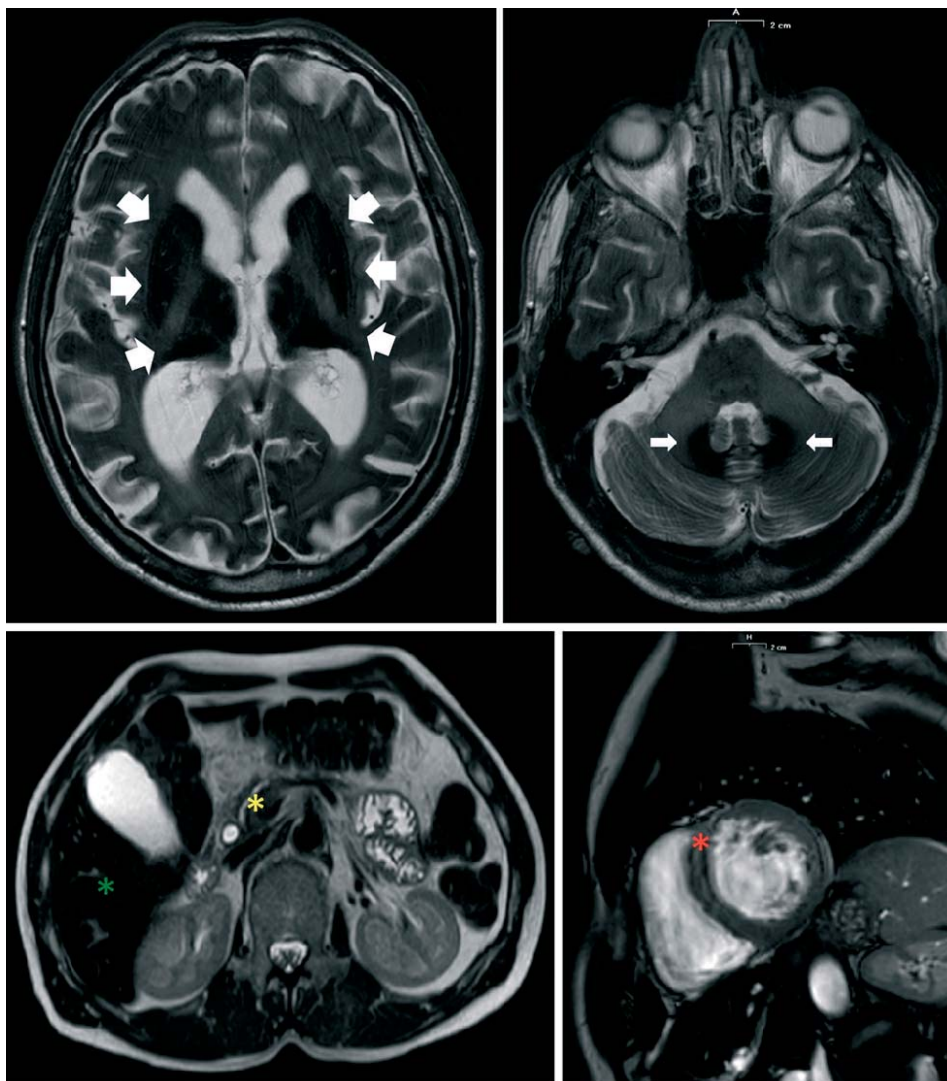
Immagini di RM T2-pesate che mostrano ipointensità compatibile con accumulo di ferro a livello dei gangli della base e del talamo (*frecche spesse*), dei nuclei dentati del cervelletto (*frecche sottili*), del fegato (LIC 327 $\mu\text{M/g}$, valori normali < 36; asterisco verde), del pancreas ($T2/T2^*$ 15,9 msec, valori normali > 26; asterisco giallo) e del cuore ($T2/T2^*$ 16,8 msec, valori normali > 20; asterisco rosso).
